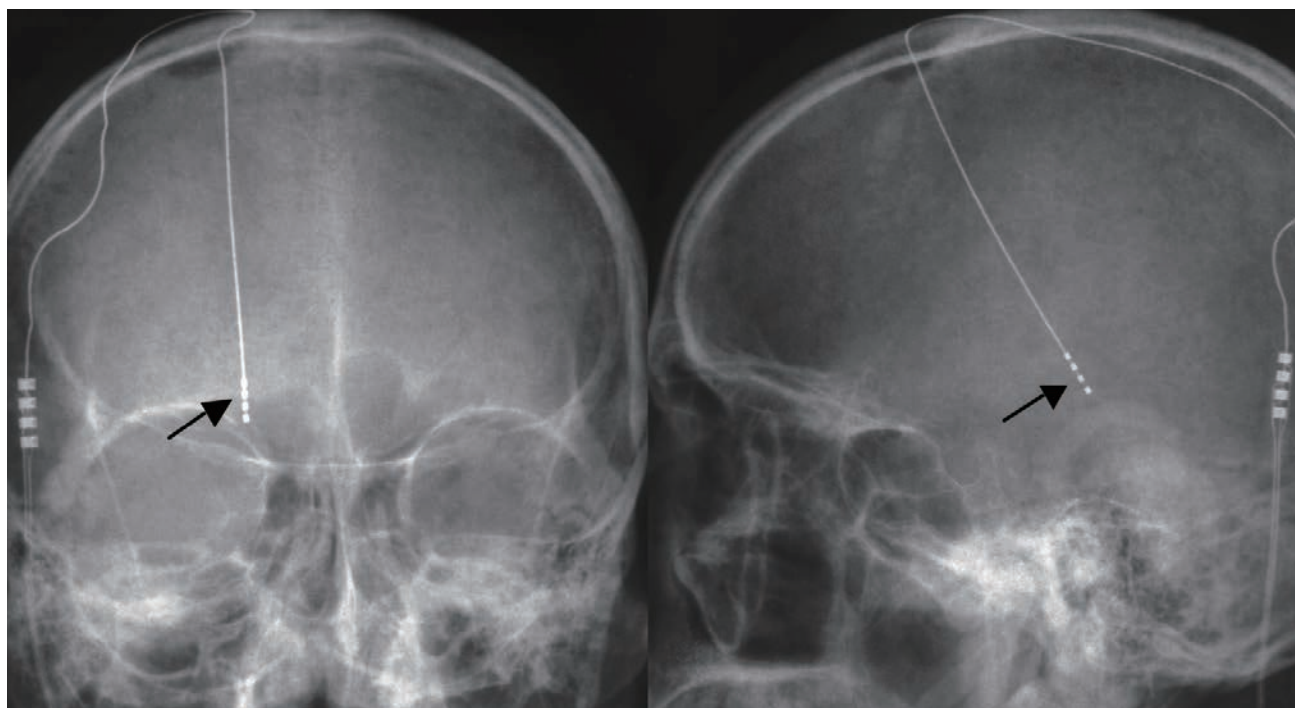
DBSのための脳内植込み電極（矢印）を示す頭蓋骨X線写真。左、正面。右、側面。
